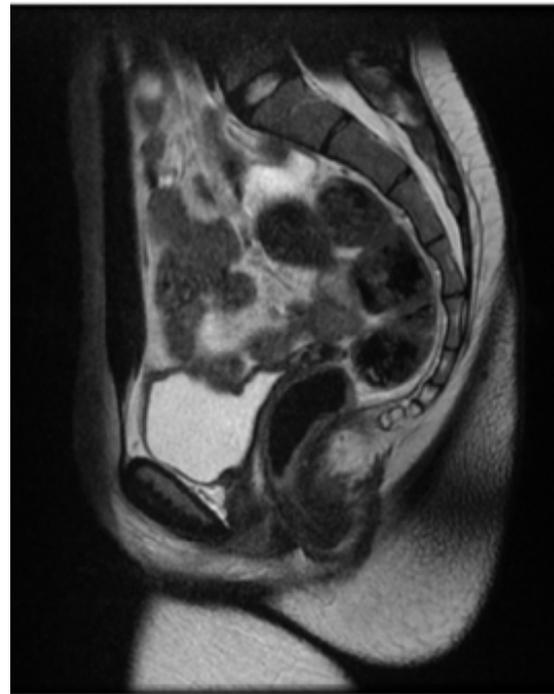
Corte sagital RM pelvis
